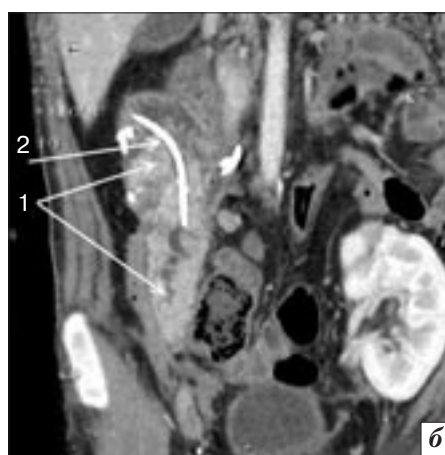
КТ брюшной полости с контрастным усилением (венозная фаза, фронтальные реконструкции): *а* – 1 – ТПЖ; 2 – расширение главного панкреатического протока; 3 – парапанкреатические жидкостные скопления; *б* – 1 – ТПЖ; 2 – стент донорского панкреатического протока
